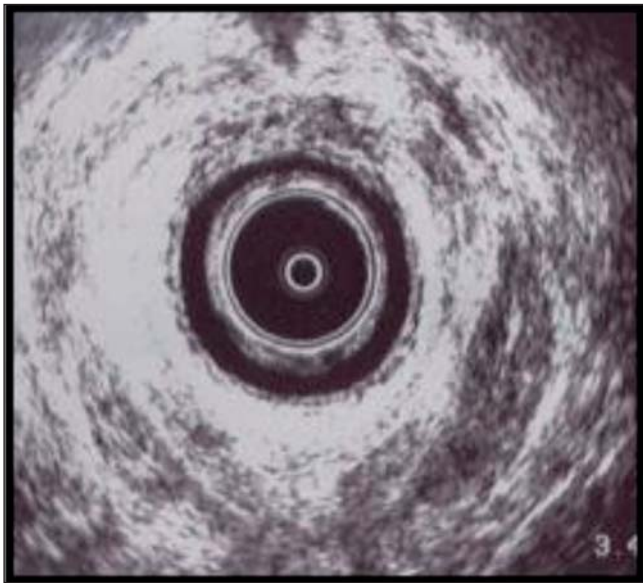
Imagen de ecografía endoanal que muestra la imagen del complejo esfinteriano normal.
